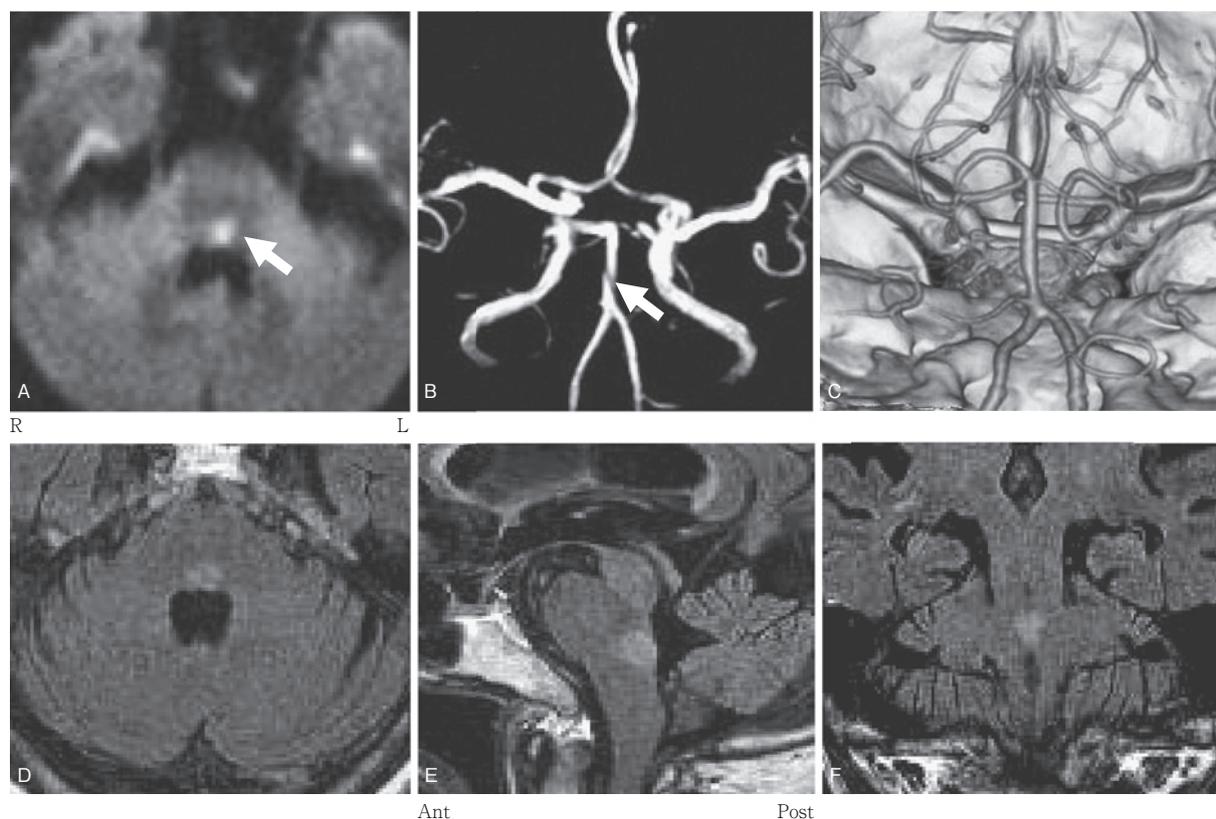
Serial MRI and CT angiography of the brain.
